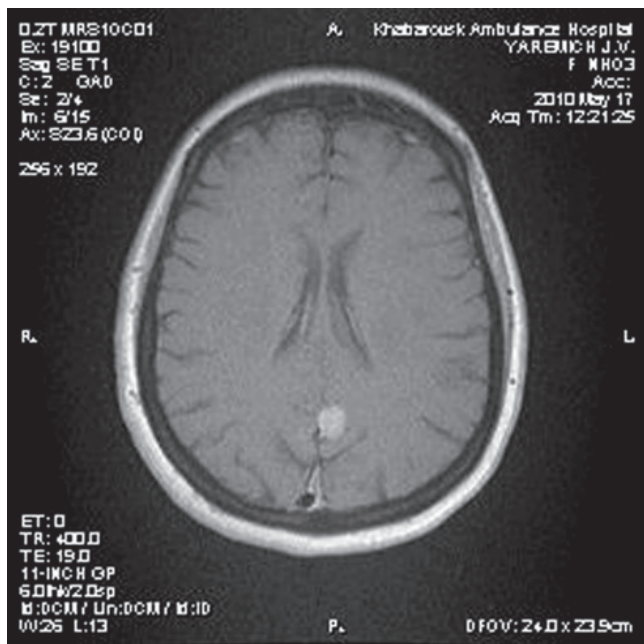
МРТ больной Я., до лечения (аксиальный срез)
